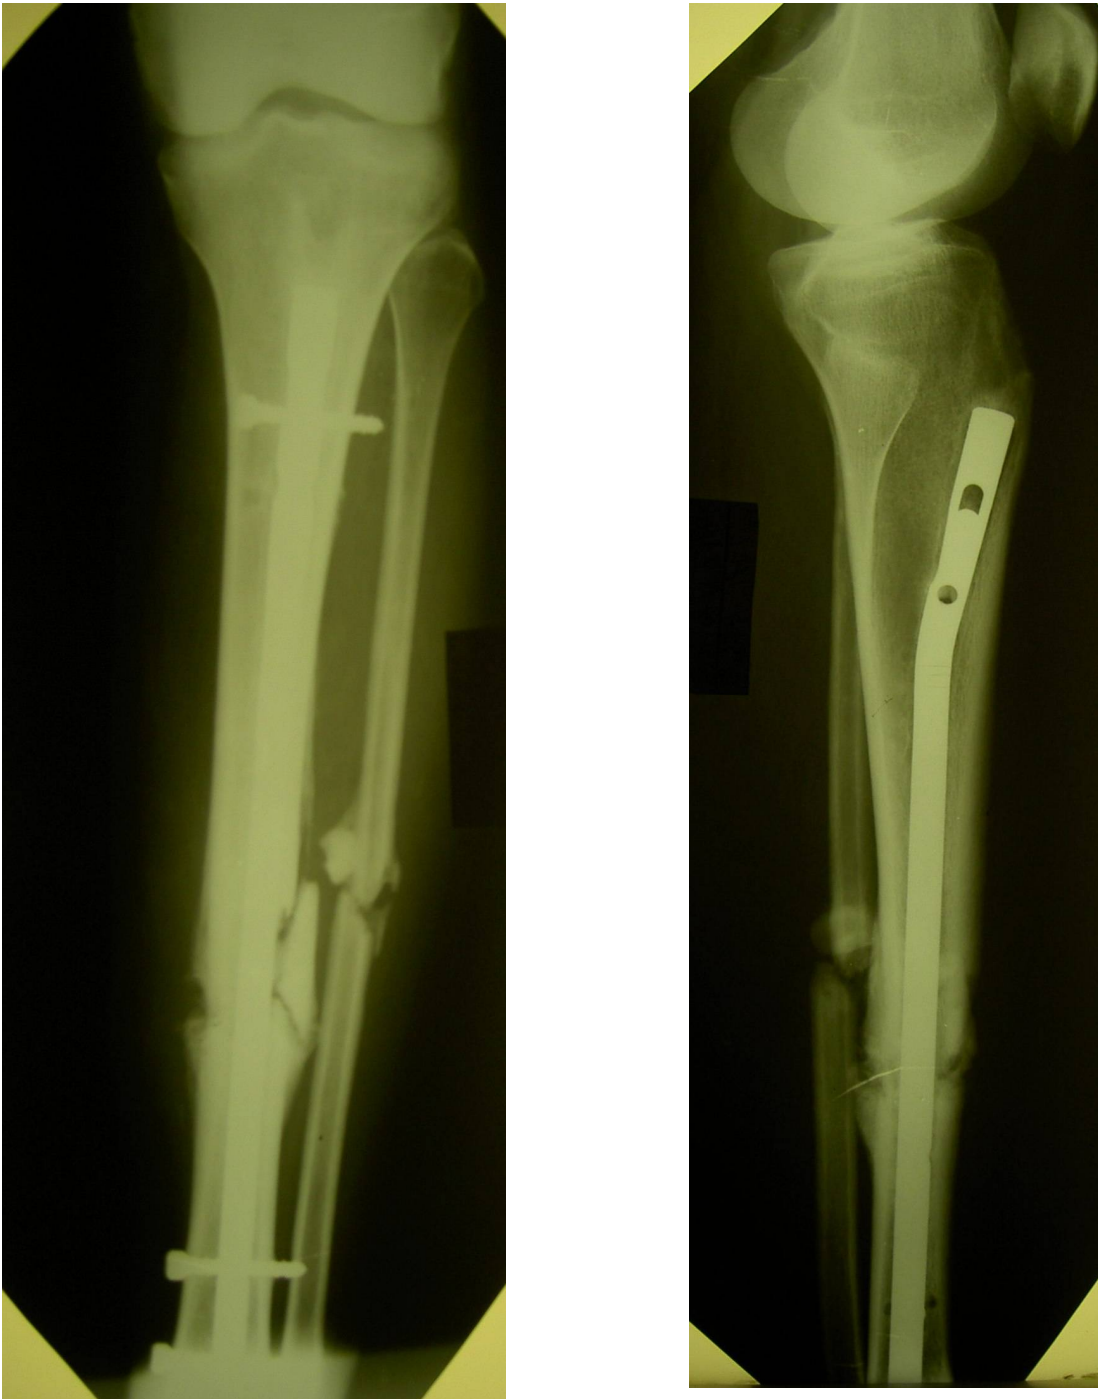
Фотовідбитки рентгенограм хворої Т. через 5 тижнів (проведена динамізація конструкції)
